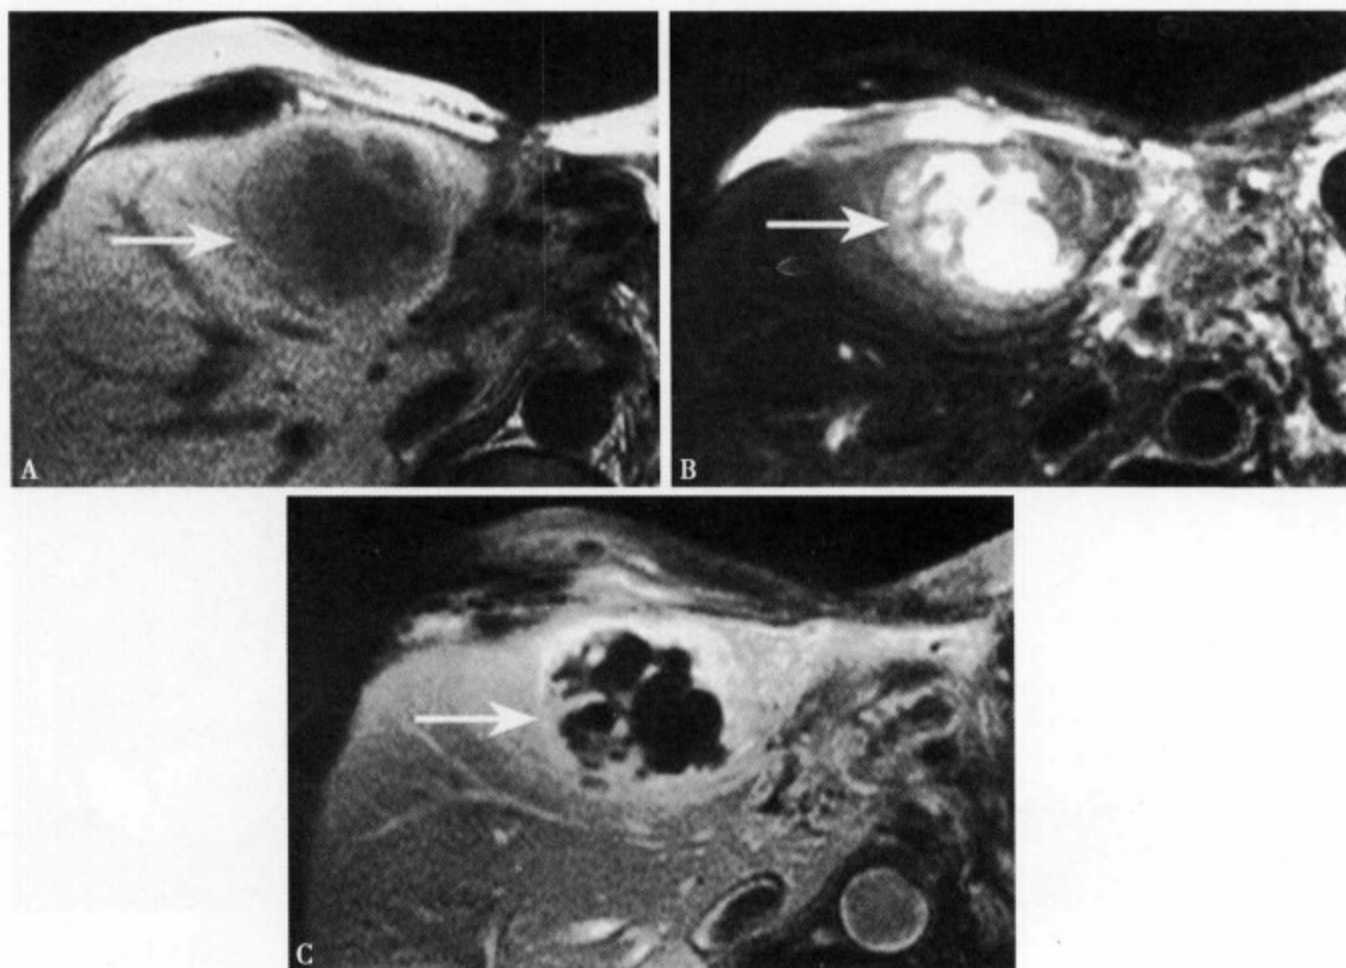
MRI T₁WI (A) 脓肿内为不均匀低信号, 脓肿周围信号也不均匀减低; T₂WI (B) 脓肿内呈不规则高信号, 其中的隔壁表现为不均匀低信号, 脓肿周围的水肿呈稍高信号; 增强 MRI (C) 脓肿腔不强化, 脓肿的隔壁明显强化, 病变的周围显示特征性的区域性强化
